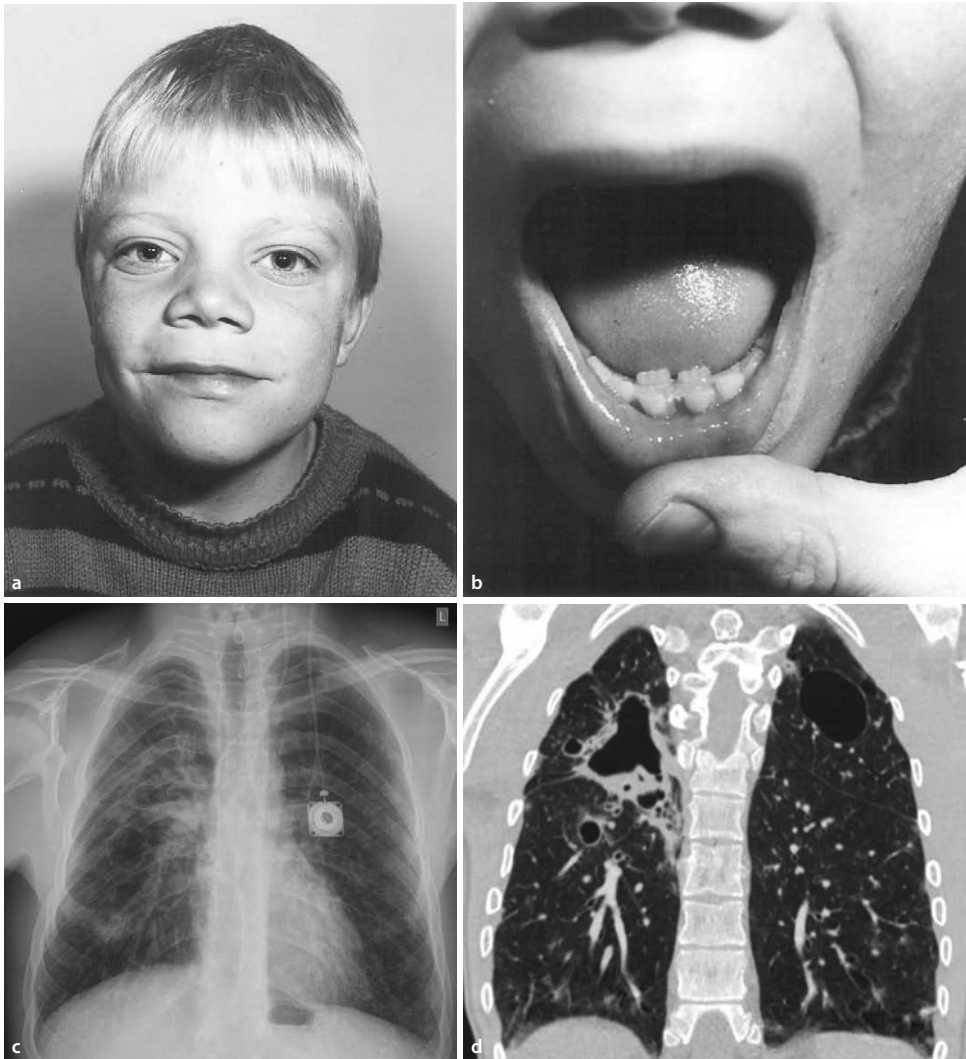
Patient mit Hyper-IgE-Syndrom. a Vergrößerte Gesichtszüge mit breiter Nase und weit auseinander liegenden Augen. b Zwei Zahnreihen, bestehend aus verbleibenden Zähnen und Milchzähnen, welche nicht rechtzeitig ausgefallen sind. c Anterior-posteriore Thorax-Röntgenbild beim gleichen Patienten wie in (a) und (b), im Alter von 31 Jahren. Pneumatozele im rechten Oberlappen, streifiger Transparenzminderung im Mittellappen und rechten Unterlappen, vereinbar mit fibrotischen Veränderungen und Bronchiektasen. Rundliche Transparenzerhöhung in Projektion auf die 5. Rippe rechts, vereinbar mit einer kleinen Pneumatozele. Bronchiektasen im linken Unterlappen. Rechtsseitige Thoraxdeformität. d CT des Thorax gleichentags durchgeführt wie (c). Irregulär konfigurierte, z.T. wandverdickte, aus multiplen Kavernen aufgebaute Lungendestruktion zeigend. Pneumatozelen im posterioren Oberlappensegment rechts, im apikalen Unterlappensegment rechts sowie im posterobasalen Unterlappensegment rechts. Bronchiektasen, basal betont beidseits. (Mit freundlicher Genehmigung der Eltern)
